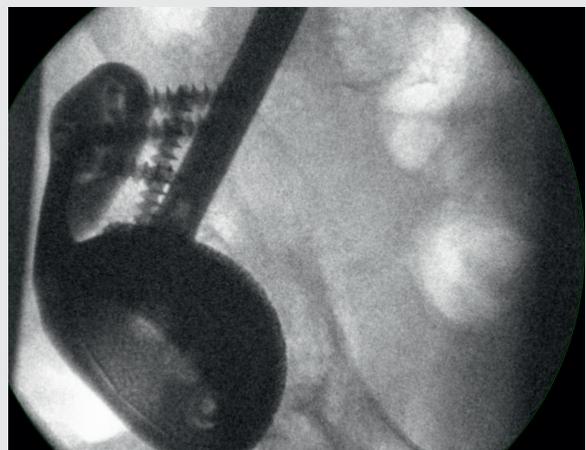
Intraoperative Röntgenkontrolle der Pfannenpositionierung
